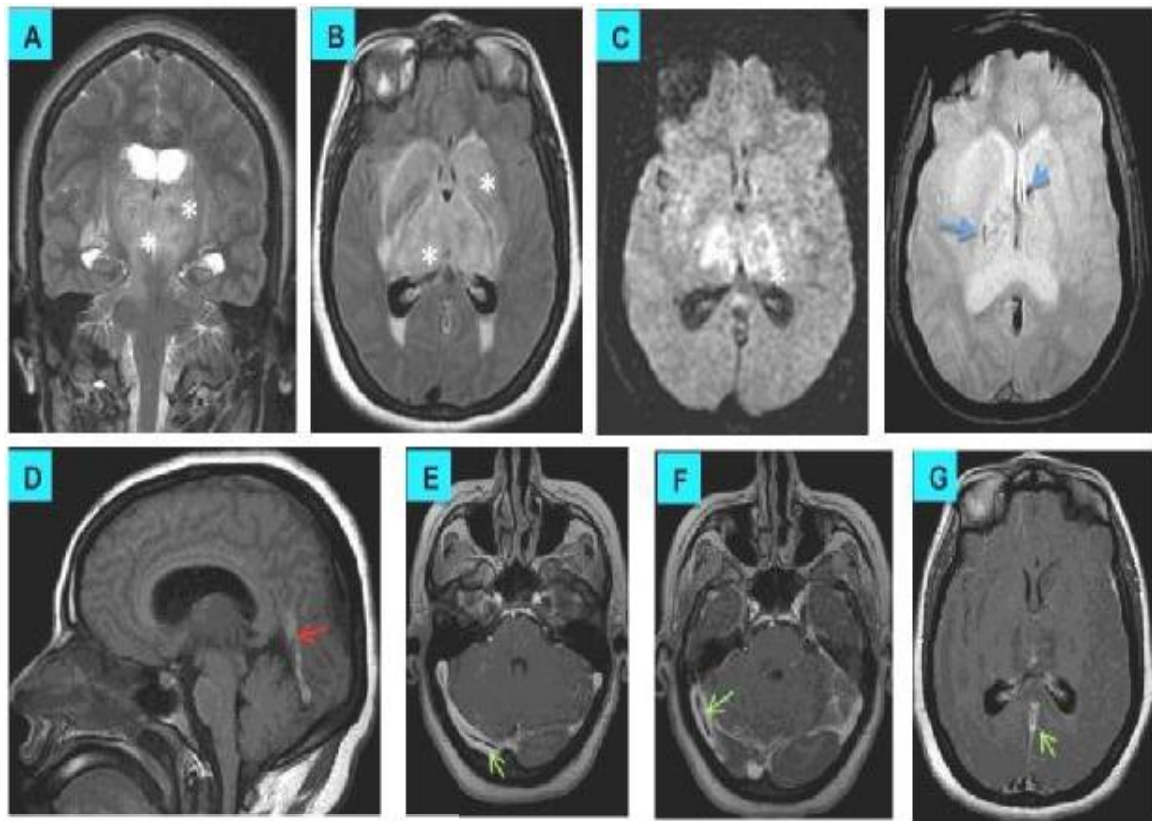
Images IRM en séquence T2 coronale (A), axiale FLAIR (B), et axiale diffusion (C) : Hypersignal des NGC avec restriction sur la séquence de diffusion (étoiles *).
